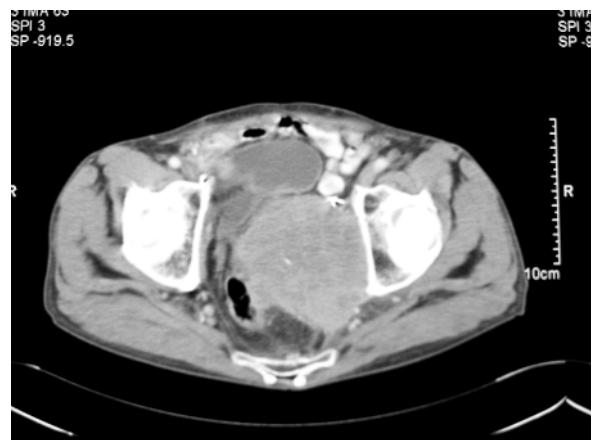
TAC en el que se observa masa pélvica de 9x8,5x11cm que se extiende a la fosa isquiorectal que desplaza y comprime anteriormente la neovejiga y lateralmente al rectosigma.
